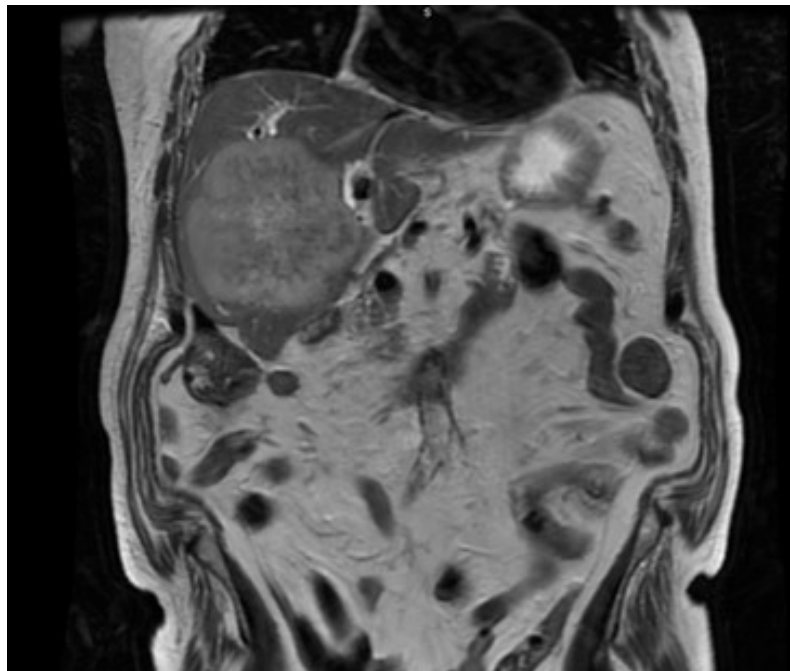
RMN hepática: masa irregular, con señal heterogénea y zonas de necrosis.
